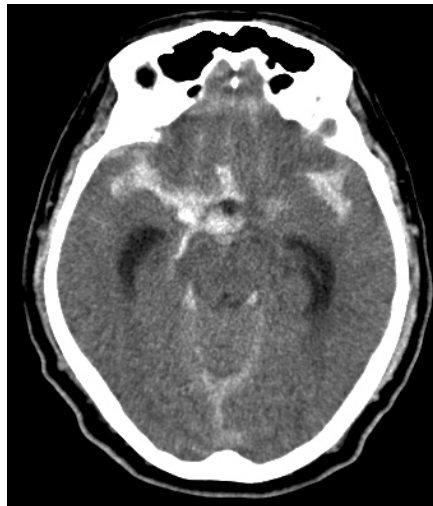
TAC donde se aprecia sangre en el espacio subaracnoideo.
